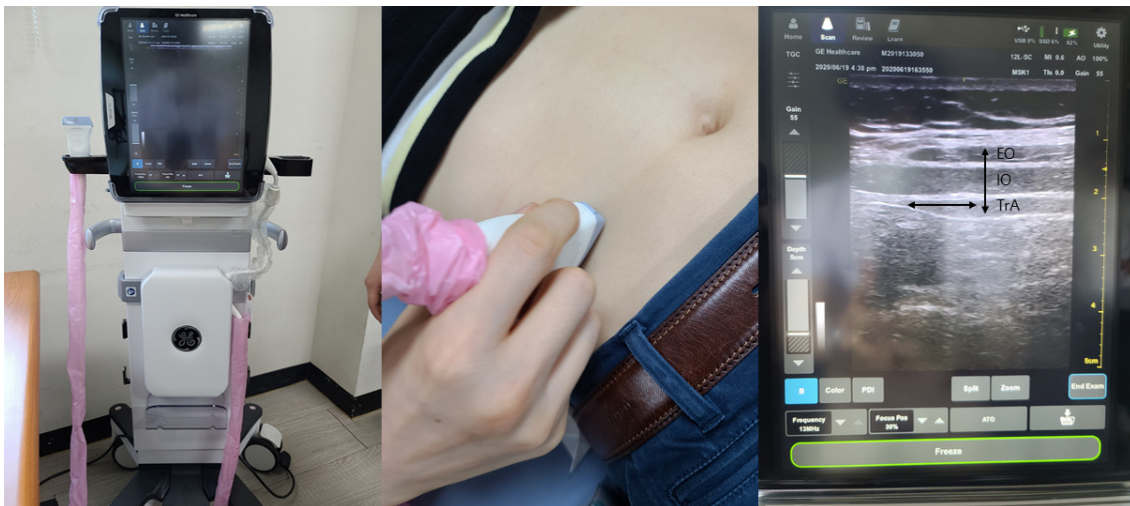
Ultrasound and muscles thickness measurement method
